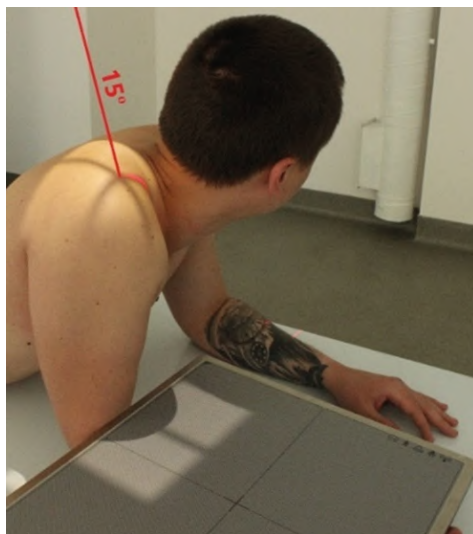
Рентгенография плечевого сустава. Тангенциальная проекция надостного отверстия (метод Нира)
